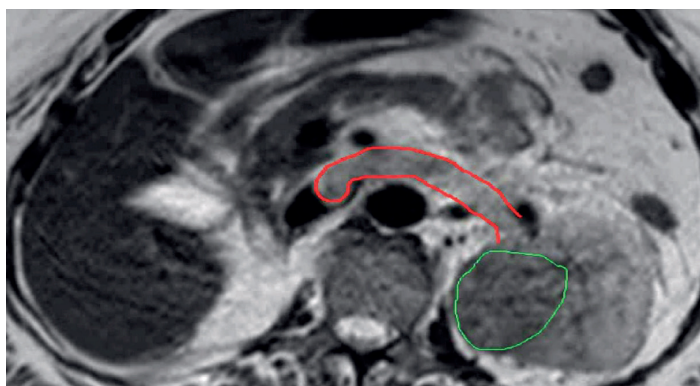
МСКТ почек (опухоль почки с распространением на нижнюю полой вену).
